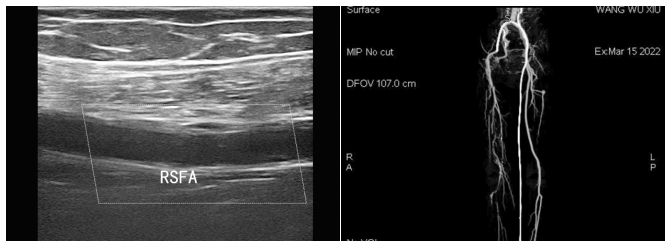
声像图示右侧股浅动脉(RSFA) 图 2 CTA 示右侧永存坐骨动脉起自髂内动脉, 远端管腔闭塞
